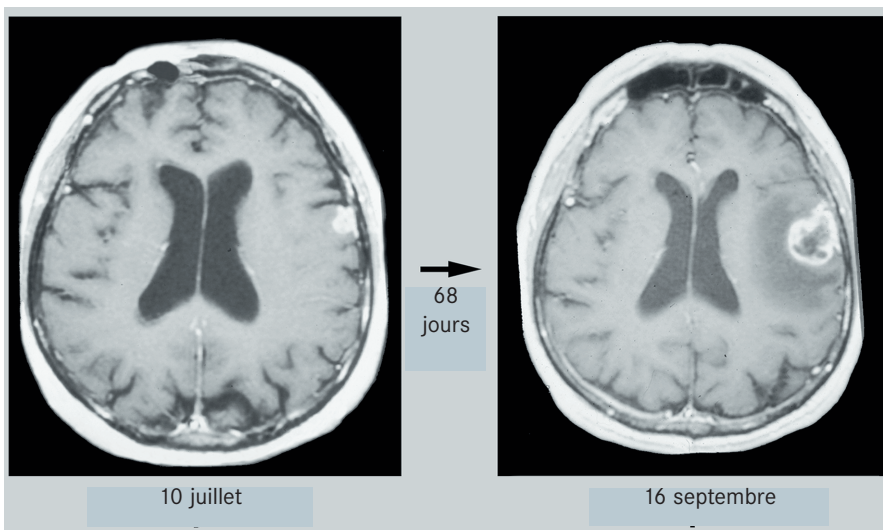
IRM d'un glioblastome primitif chez un patient de 79 ans. Une petite lésion corticale s'est rapidement développée en un glioblastome complet avec œdème péri-focal et nécrose centrale.
